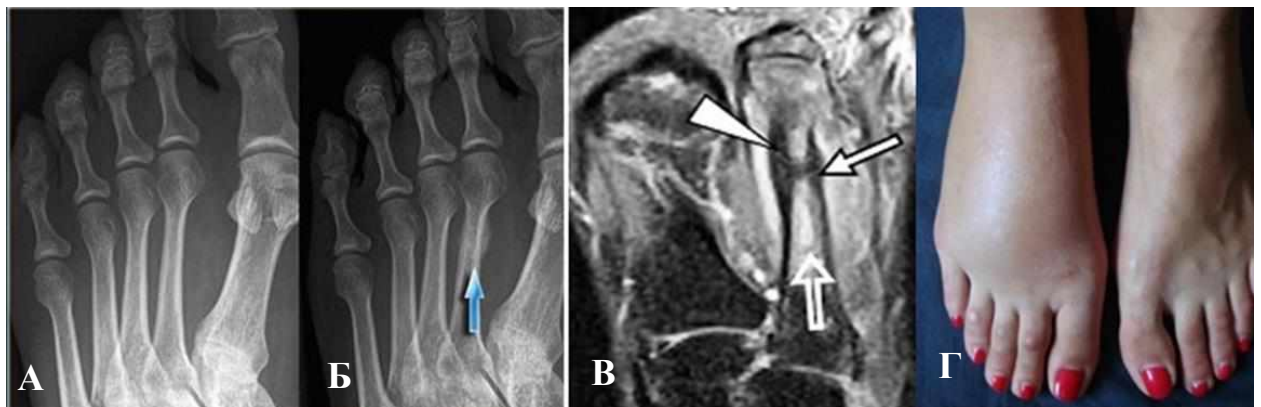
А – рентгенограма стопи на початку клінічних проявів, Б - щільна веретеноподібна періостальна реакція навкруги діяфізу правильної форми з гладкими контурами, що нагадує ендостальний кістковий мозоль (через 4 тижні); В – МР - ознаки набряку спонгіозної тканини та повного перелому кортикального шару; Г – набряк та гіперемія тильної поверхні середнього відділу правої стопи.
